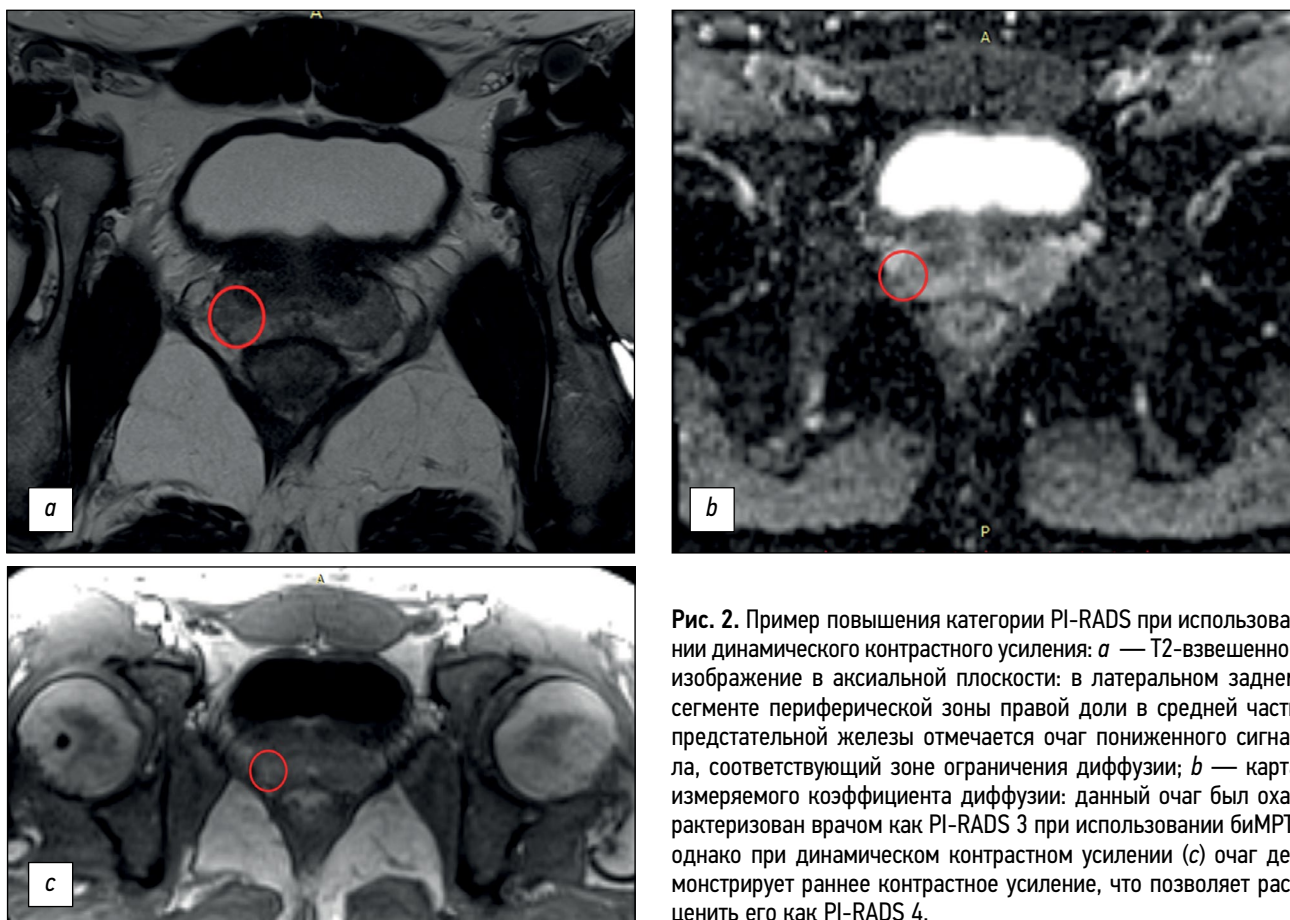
Пример повышения категории PI-RADS при использовании динамического контрастного усиления: *a* — T2-взвешенное изображение в аксиальной плоскости: в латеральном заднем сегменте периферической зоны правой доли в средней части предстательной железы отмечается очаг пониженного сигнала, соответствующий зоне ограничения диффузии; *b* — карта измеряемого коэффициента диффузии: данный очаг был охарактеризован врачом как PI-RADS 3 при использовании биМРТ, однако при динамическом контрастном усилении (*c*) очаг демонстрирует раннее контрастное усиление, что позволяет расценить его как PI-RADS 4.
